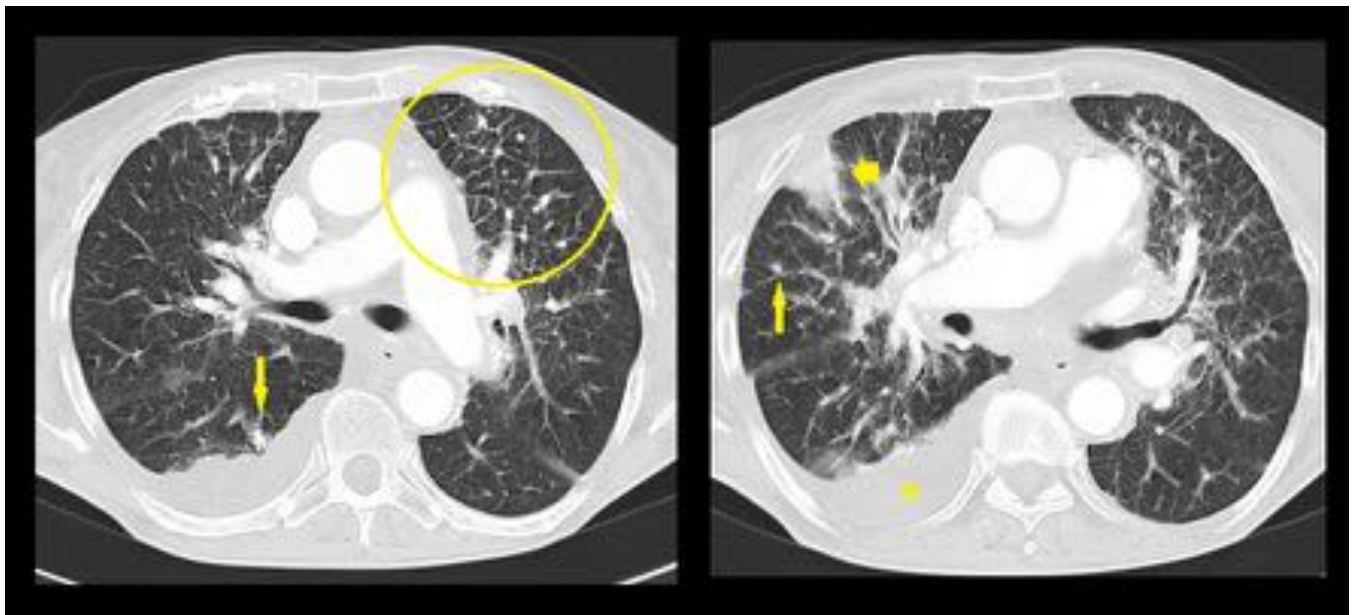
CASO 2 - TC TAP en que se objetivan engrosamientos septales (círculo), consolidaciones basales y periféricas (flecha gruesa) y micronódulos, algunos de ellos calcificados (flechas finas) en ambos campos pulmonares. También presentaba un derrame pleural derecho (estrella).
